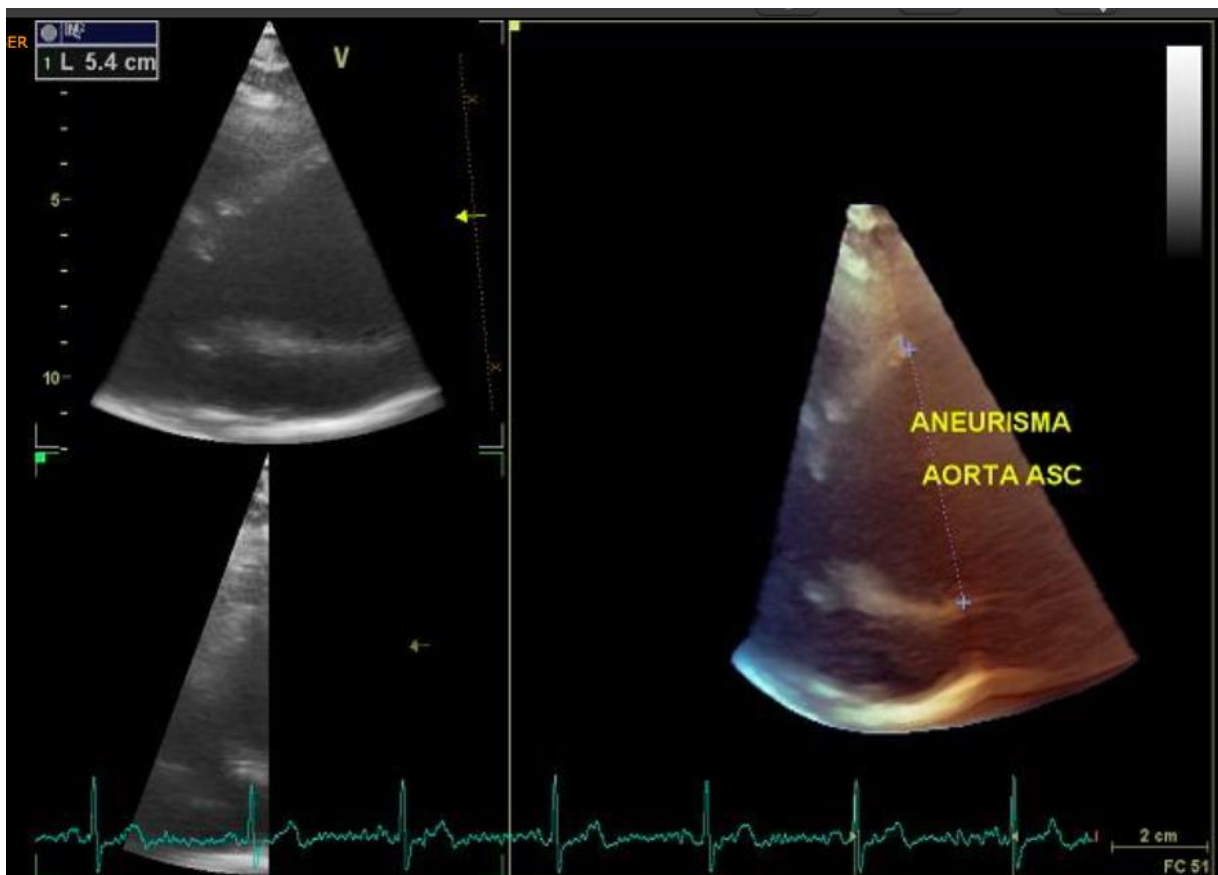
Ecocardiograma Transtorácico evidenciando Aneurisma de Aorta Ascendente de 54 mm.
